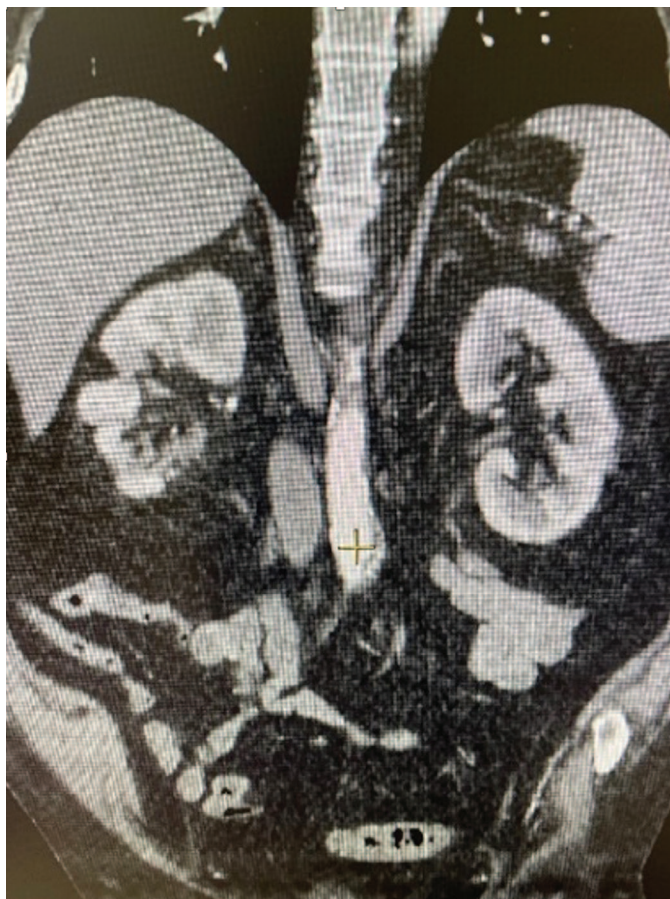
КТ почек с контрастированием через 34 месяца
